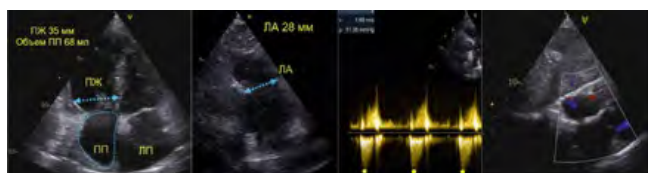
Эхокардиографические данные после операции: объем правых камер уменьшился до нормальных значений (слева), кровоток в области в ЛА меньше, ускорен незначительно до 169 см/с (по центру); межпредсердная перегородка гиперэхогенная, цельная (следы пластики), без патологического сброса (справа).
